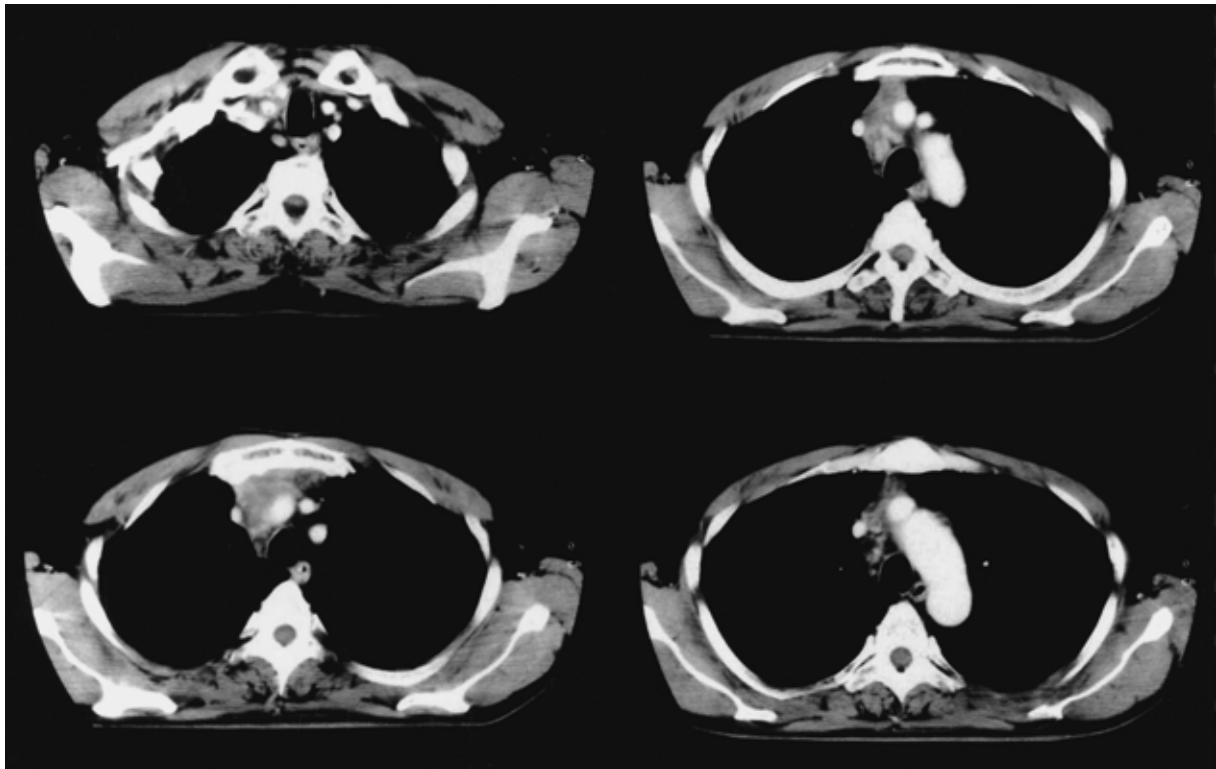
Chest CT after chemoradiotherapy shows significant reduction in size of the anterior mediastinal tumor and the mediastinal lymph node.
